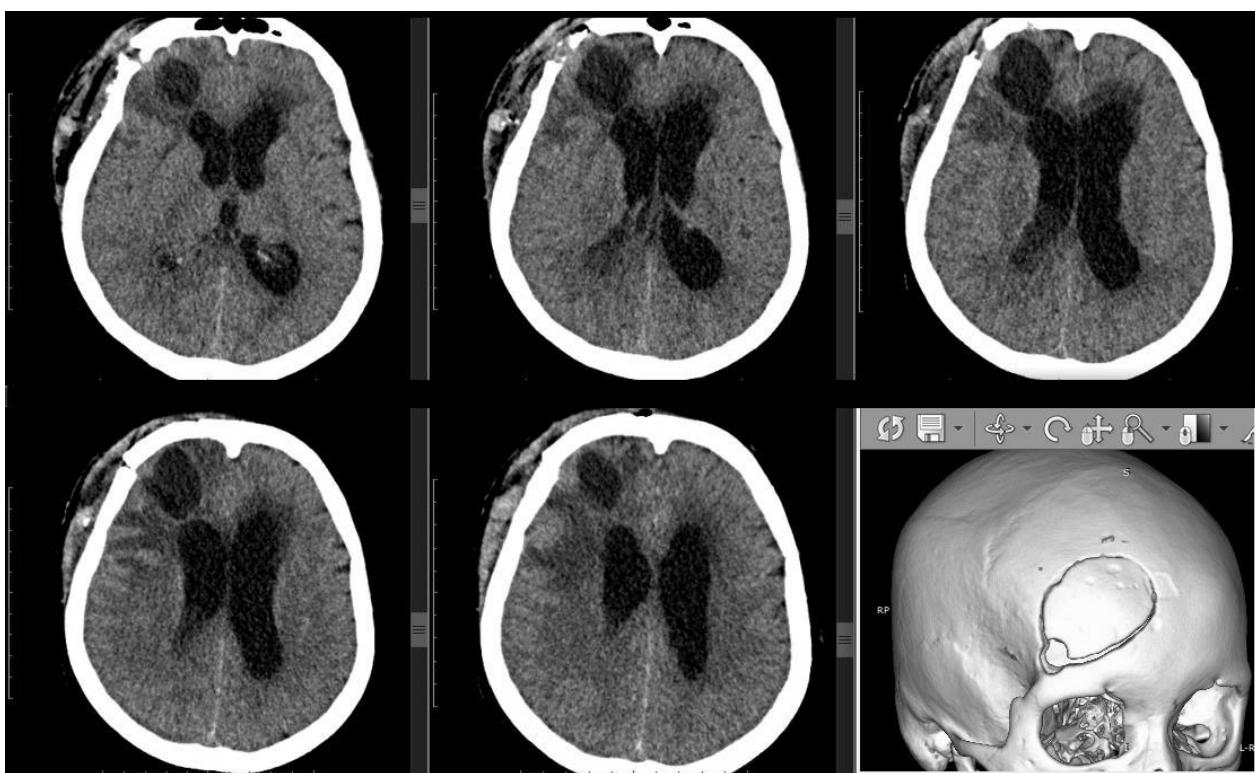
КТ головного мозга, нативное исследование, выполненное на 8-е сутки после операции. В нижнем правом углу выполнена 3D-реконструкция, иллюстрирующая краиниотомический доступ.
